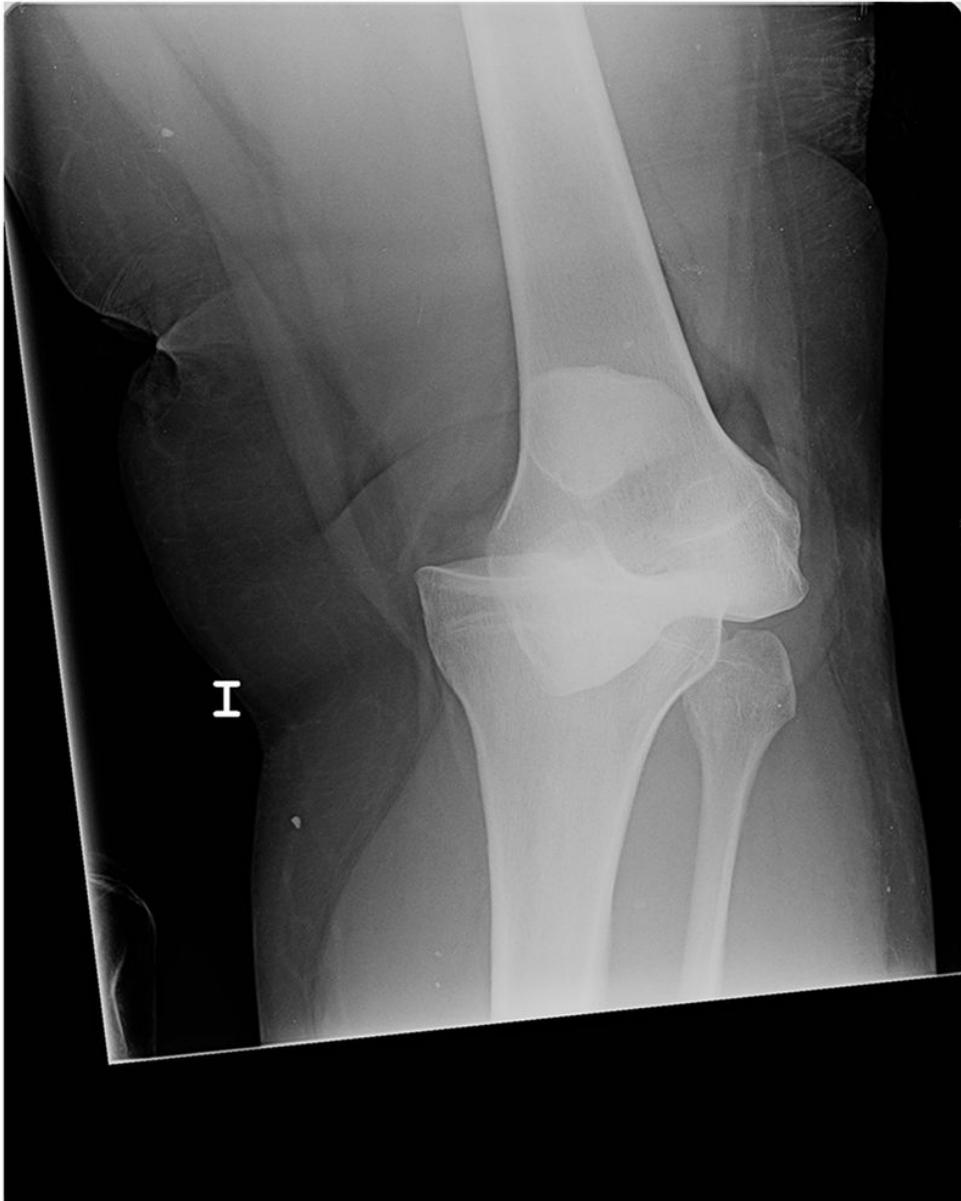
Radiografía AP de rodilla: luxación de rodilla.
